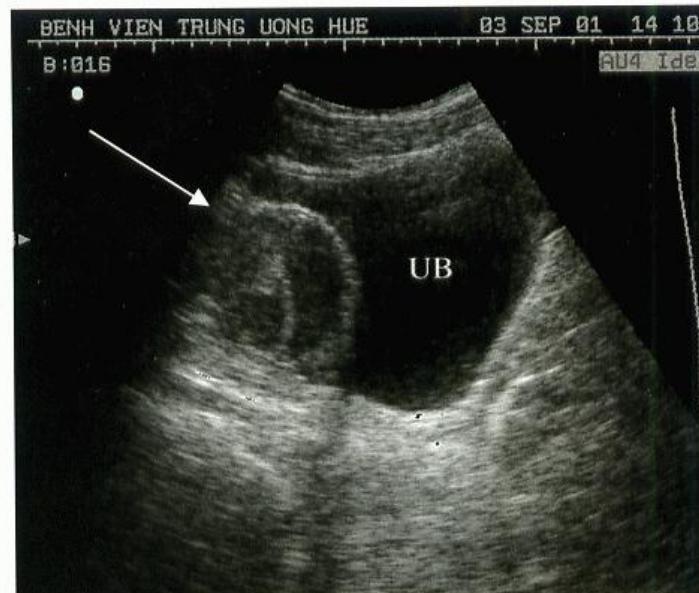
U dạng nang nhầy; hình A- mặt cắt dọc dọc P của TC cho thấy u tuyến dạng nang nhầy bên trong có nhiều hồi âm lấm tấm; hình B- ụng thư tuyến dạng nang nhầy.
